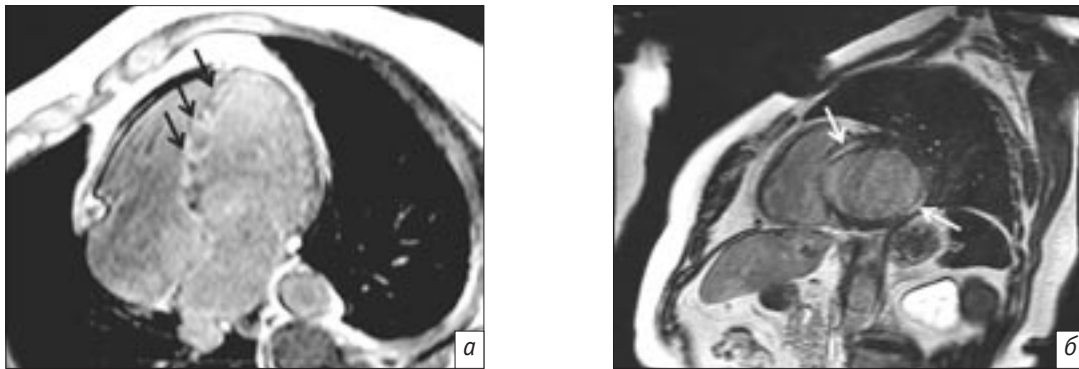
Контрастусиленная МРТ сердца (градиентная последовательность инверсия–восстановление через 10 мин после введения парамагнетика):
